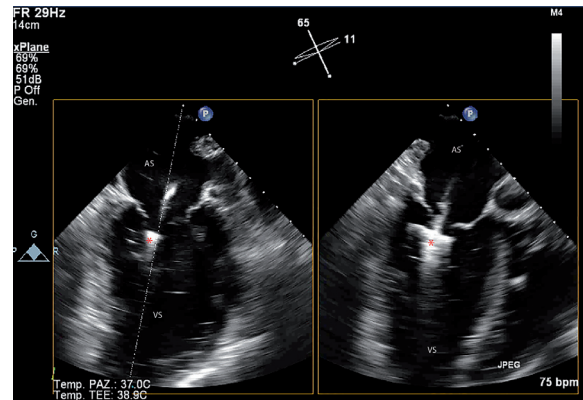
Two-dimensional transesophageal echocardiogram during CDS alignment in the left atrium, falsely addressed in the upper left pulmonary vein.
